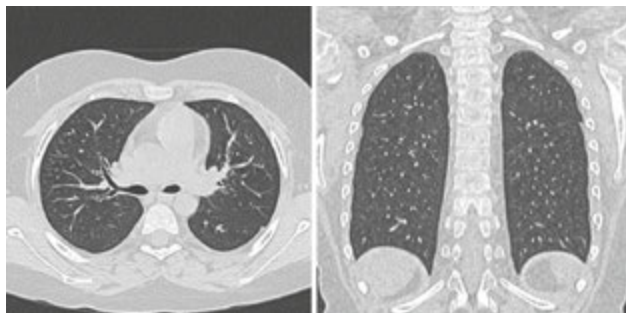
КТ ОГК №3 (01.03.16 р.) в поперечному та поздовжньому розрізах
